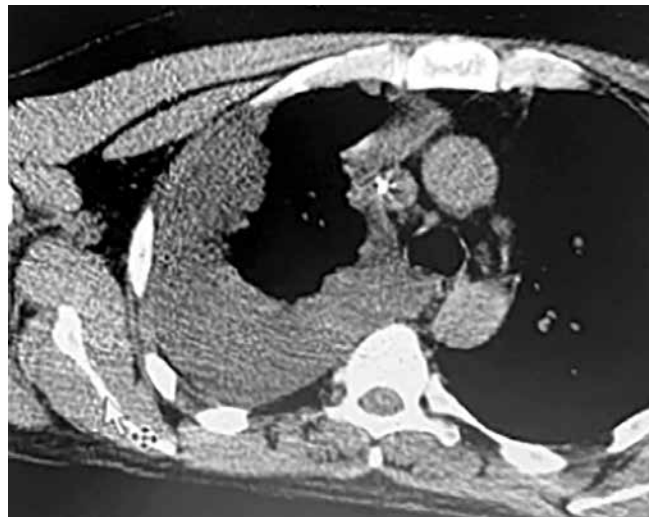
Топометрическая компьютерная томография (КТ) органов грудной клетки от 27.09.2021. Правосторонний гидроторакс, не выявленный в ходе КТ от 17.09.2021
